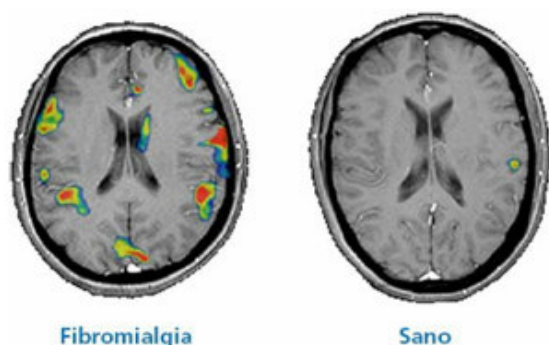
Diferencia de la respuesta cerebral en el sistema nociceptivo, que se produce en una persona con FM respecto a una persona sana cuando recibe un estímulo pequeño de baja intensidad, potencialmente no nocivo en el pulgar de la mano, utilizando la resonancia magnética funcional. (1)
